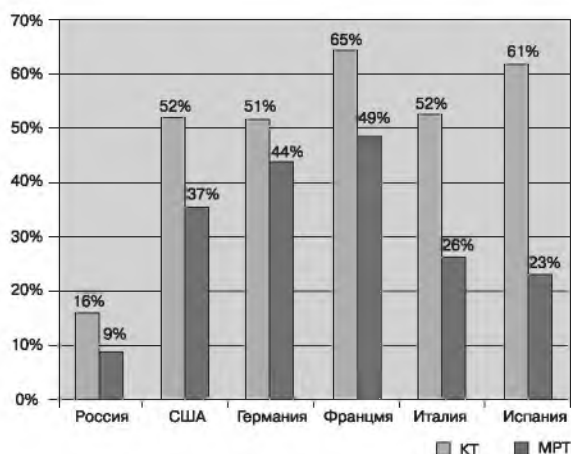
Частота использования контрастных средств при КТ и МРТ в некоторых странах
